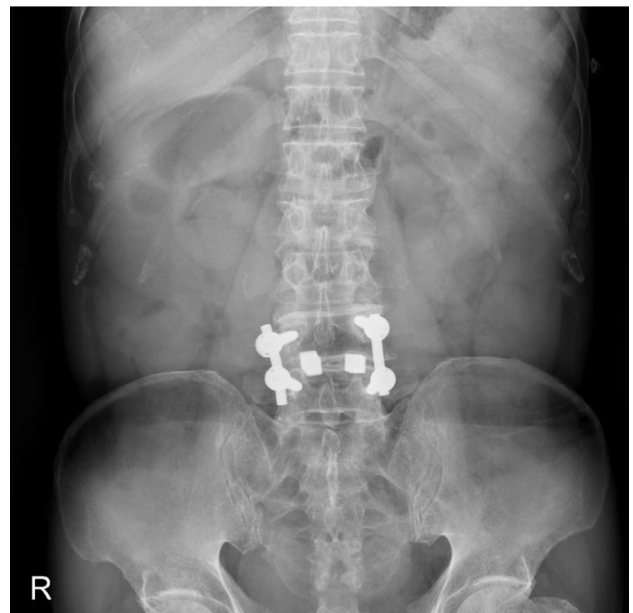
A plain abdominal X-ray showed a non-specific bowel gas pattern with posterior lumbar internal fixation at L4-5.
